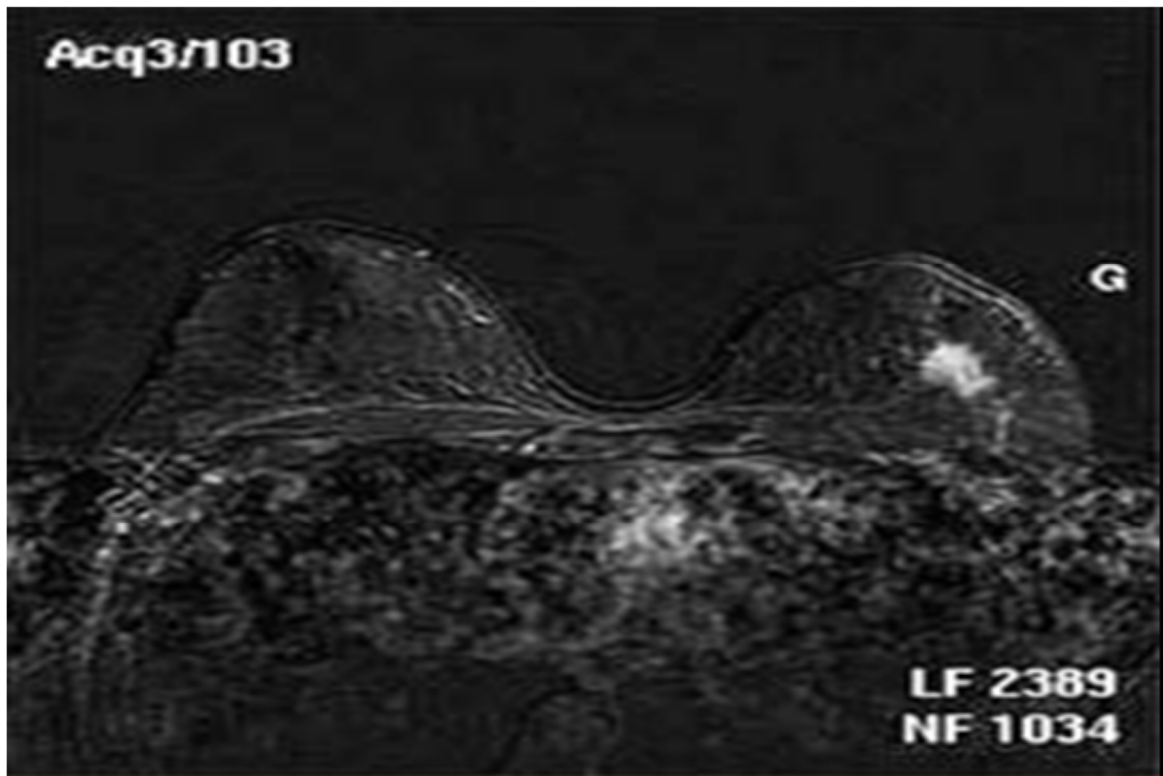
Aspect IRM d'un cancer du sein gauche chez une patiente de 30 ans [37]
